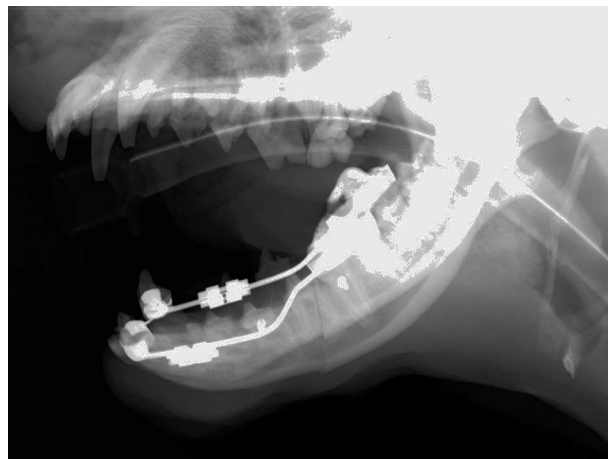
Telerradiografia cefalométrica.
